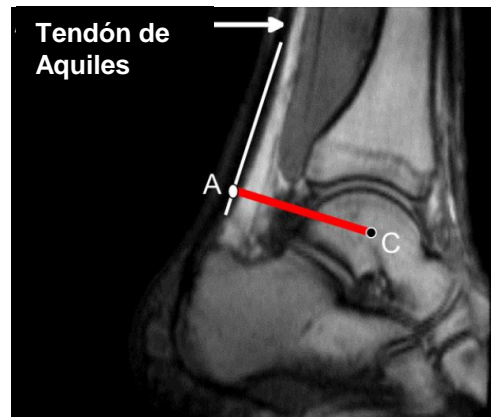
Scan de RM de un tendón de Aquiles sano.
